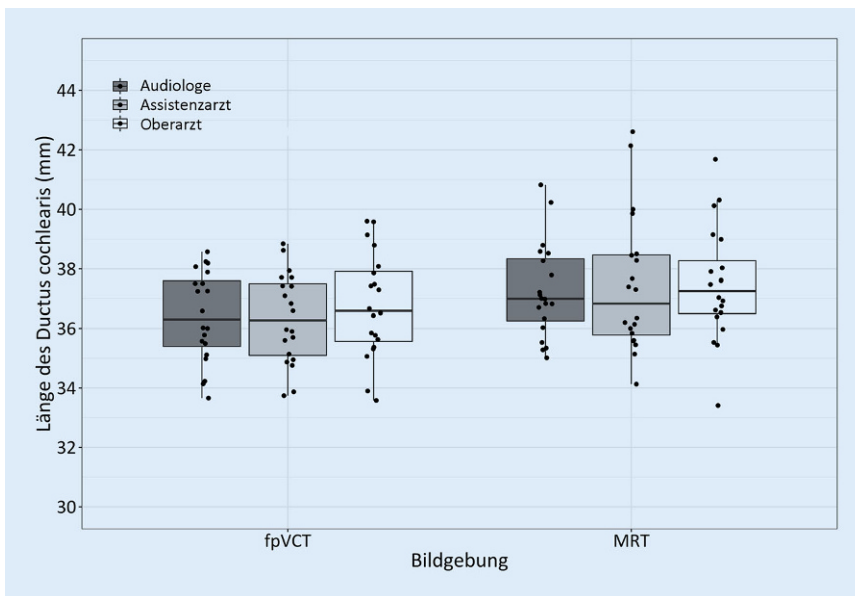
▲ Box-Whisker-Plot zur Darstellung der absoluten CDL_{OC} -Messwerte der drei Untersucher in Bezug auf die Modalität der Bildgebung fpVCT und MRT. Die Boxen repräsentieren in der unteren Linie die 25. Perzentile und in der oberen die 75. Perzentile. Die mittlere Linie zeigt den Median an. Die Whisker repräsentieren am unteren Ende die 10. Perzentile und am oberen Ende die 90. Perzentile. Die Punkte zeigen die einzelnen Messwerte. Punkte, die über die Whisker hinausgehen, zeigen statistische Ausreißer an. MRT Magnetresonanztomographie, fpVCT Flachdetektor-Volumen-Computertomographie
